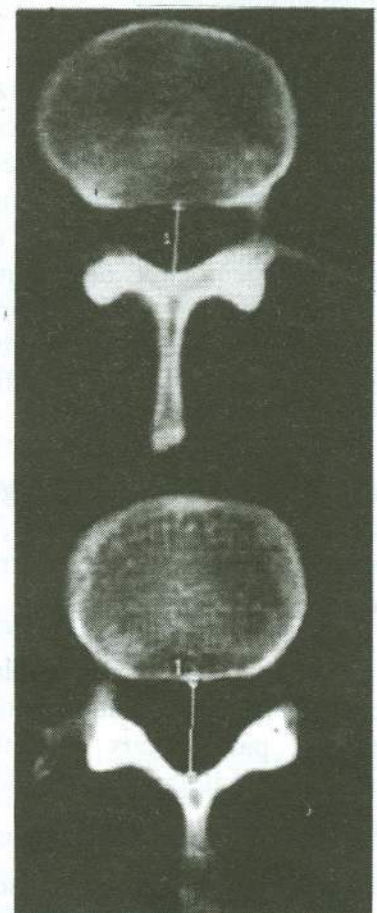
Diamètre entéro-postérieur (TDM)
